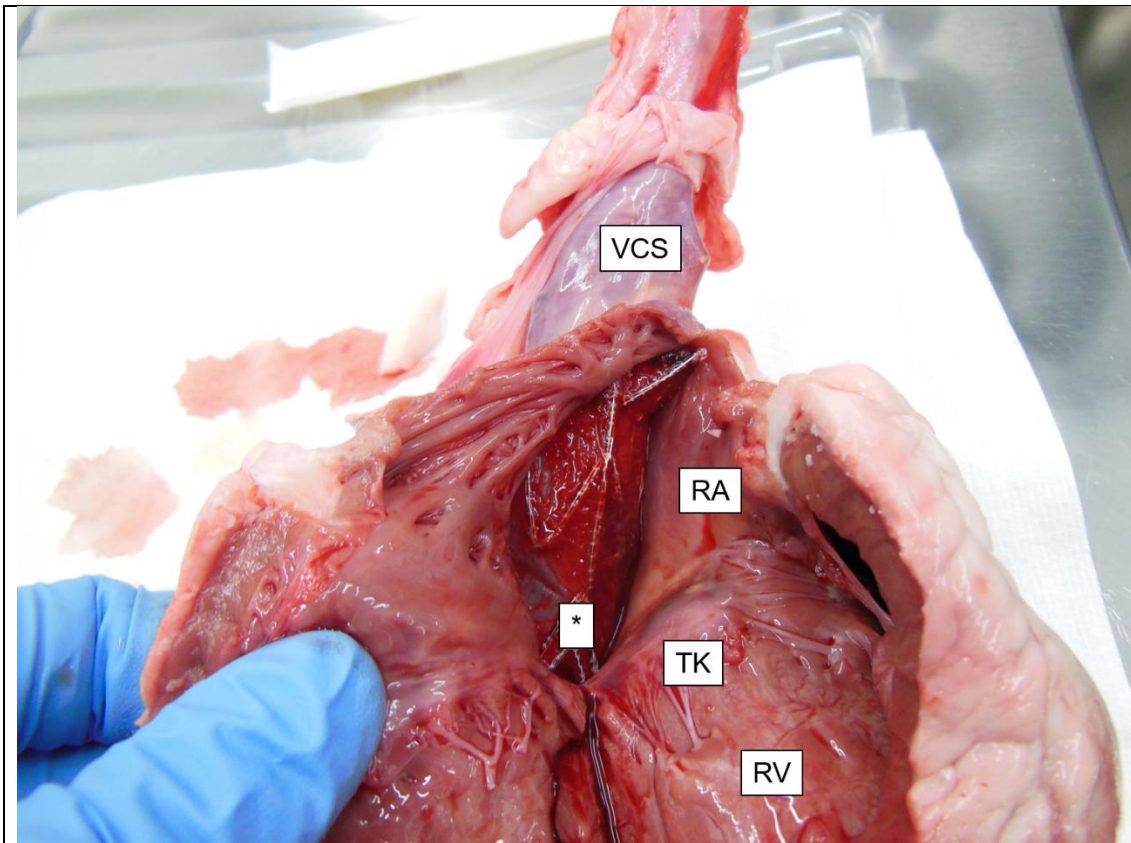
Sektionsbefund des Versuchstiers Nr. 3 mit Leckage im Bereich der Vena cava inferior (*). VCS, Vena cava superior; RA, rechter Vorhof; TK, Trikuspidalklappe; RV, rechter Ventrikel.
